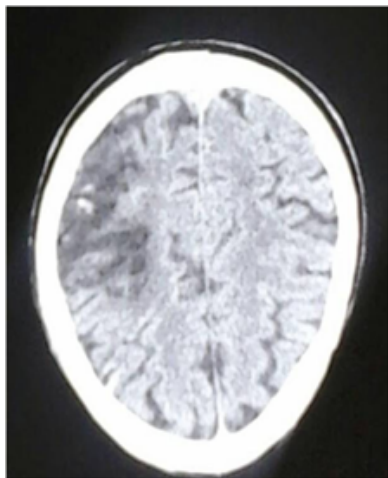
TDM cérébrale objectivant une hypodensité dans le territoire de l'artère sylvienne profonde droite avec un discret infarctus hémorragique.
